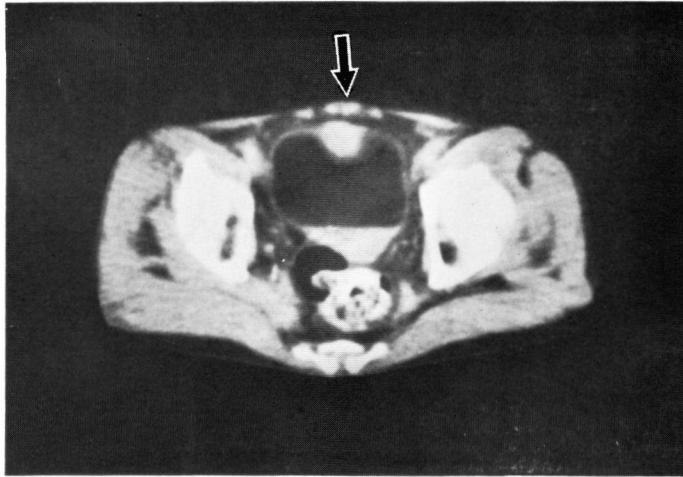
Bladder carcinoma on anterior wall, stage C by olive oil CT.
